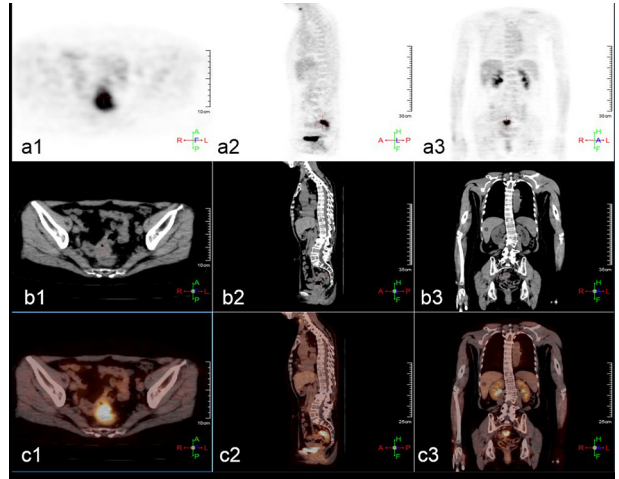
RAY-SCAN 64 PET/CT对盆腔病变的¹⁸F-FDG成像，其中a1, a2, a3分别为PET成像的横断面、矢状面和冠状面；b1, b2, b3分别为CT成像的横断面、矢状面和冠状面；c1, c2, c3分别为PET-CT融合图像的横断面、矢状面和冠状面。比例尺：（a1, b1, c1）10 cm；（a2, a3）30 cm；（b2, b3）35 cm；（c2, c3）25 cm。
